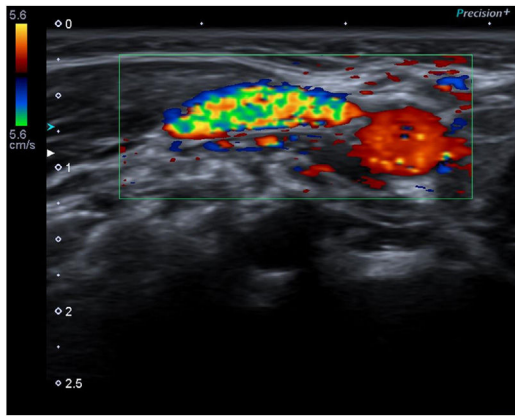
Ecografía Doppler color: presencia de flujo venoso y ausencia de trombos intraluminales.
